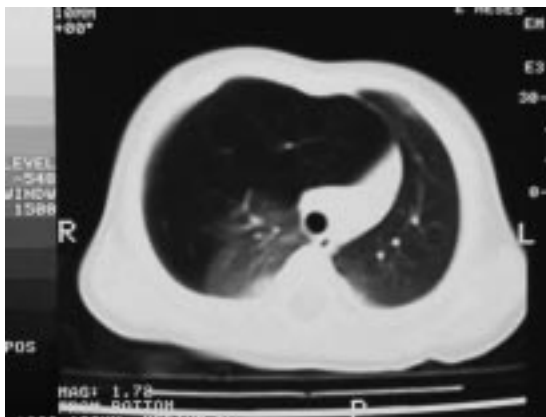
Tomografía axial computada de tórax. Caso 2.
